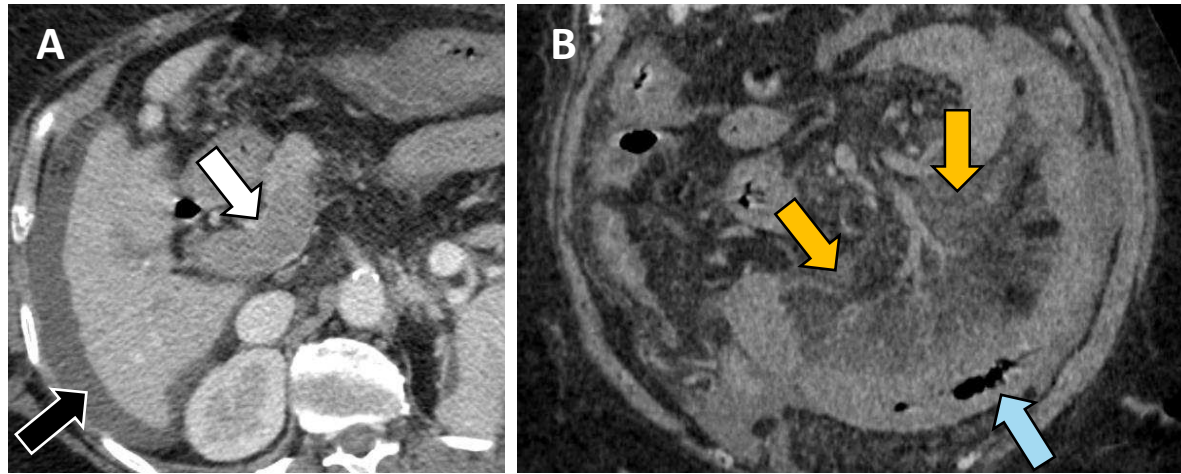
(A) TC axial portal con trombo en vena porta (*flecha blanca*) y ascitis (*flecha negra*).
